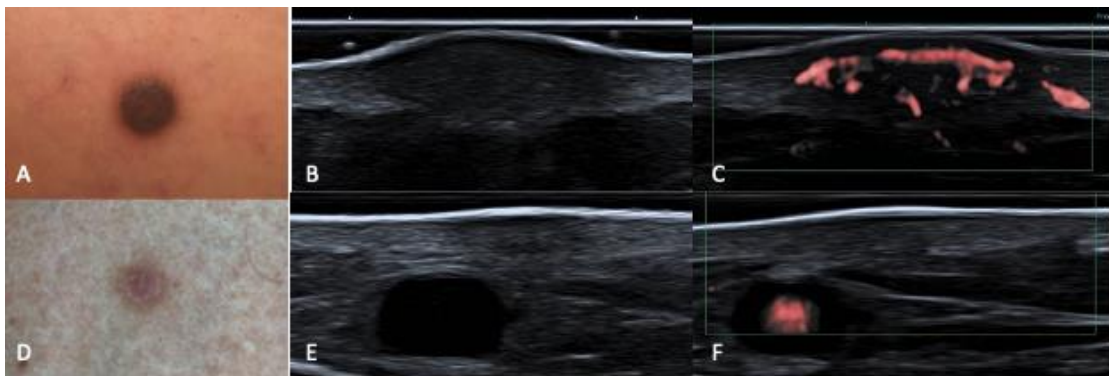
Dermatofibromas. A. dermatoscopia, B. ultrassonografia no modo B evidenciando lesão hipocogênica e homogênea com margens bem definidas e C. Doppler com intenso fluxo intralesional, D. dermatoscopia, E. ultrassonografia no modo B demonstrando lesão hipocogênica e heterogênea com margens mal delimitadas e F. ausência de vascularização ao Doppler.
